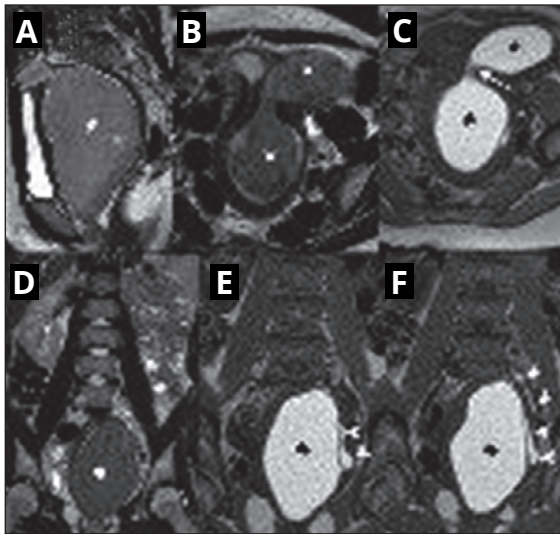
Útero didelfo, hemivagina obstruida y aplasia renal ipsilateral. Imágenes de resonancia magnética. Imágenes sagital (A) y axial (B) TSE-T2: útero didelfo asociado con hemihematocolpos (asterisco) y hematometra (punto) izquierdos. En la imagen axial TSE-T1 (C) se observa que la hiperseñal por contenido hemorrágico de la hemivagina izquierda obstruida (asterisco) se continúa con el cuello (flecha) y el cuerno uterino (puntos) izquierdos. Las imágenes coronales TSE-T2 (D) y TSE-T1 (E, F) muestran la localización normal del riñón derecho (flecha discontinua), la ausencia del riñón izquierdo del mismo lado que la hemivagina obstruida y un uréter ectópico ciego (puntas de flecha) lleno de contenido hemorrágico que comunica con la hemivagina obstruida.
